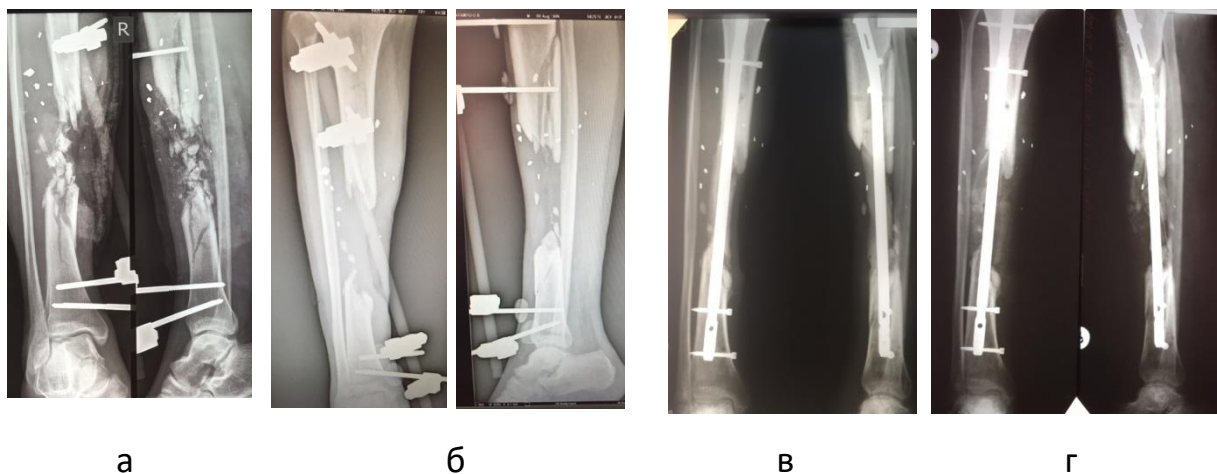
Рентгенограми хворого Ш.
